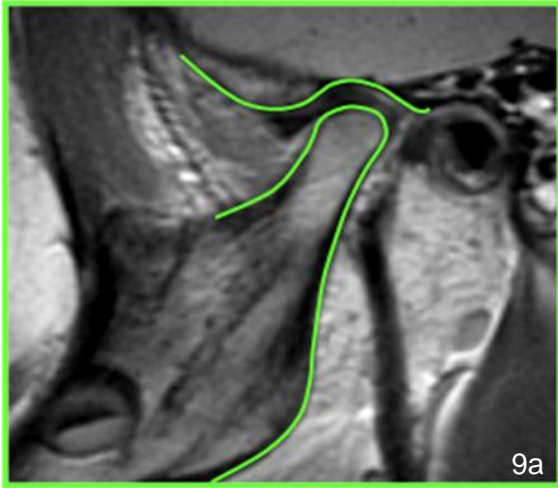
MRI mit Sagittalschnittbild im Bereich eines Kiefergelenks. Keine Deformation; Runder Kondylus; S-förmige Fossa mandibularis (6-jähriger Patient). Aufnahme: FSPGR
